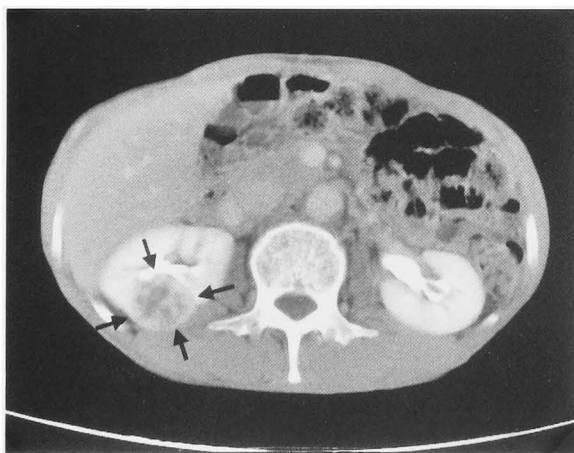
Abdominal computed tomography scan demonstrating the low density mass of the right kidney (arrow).
